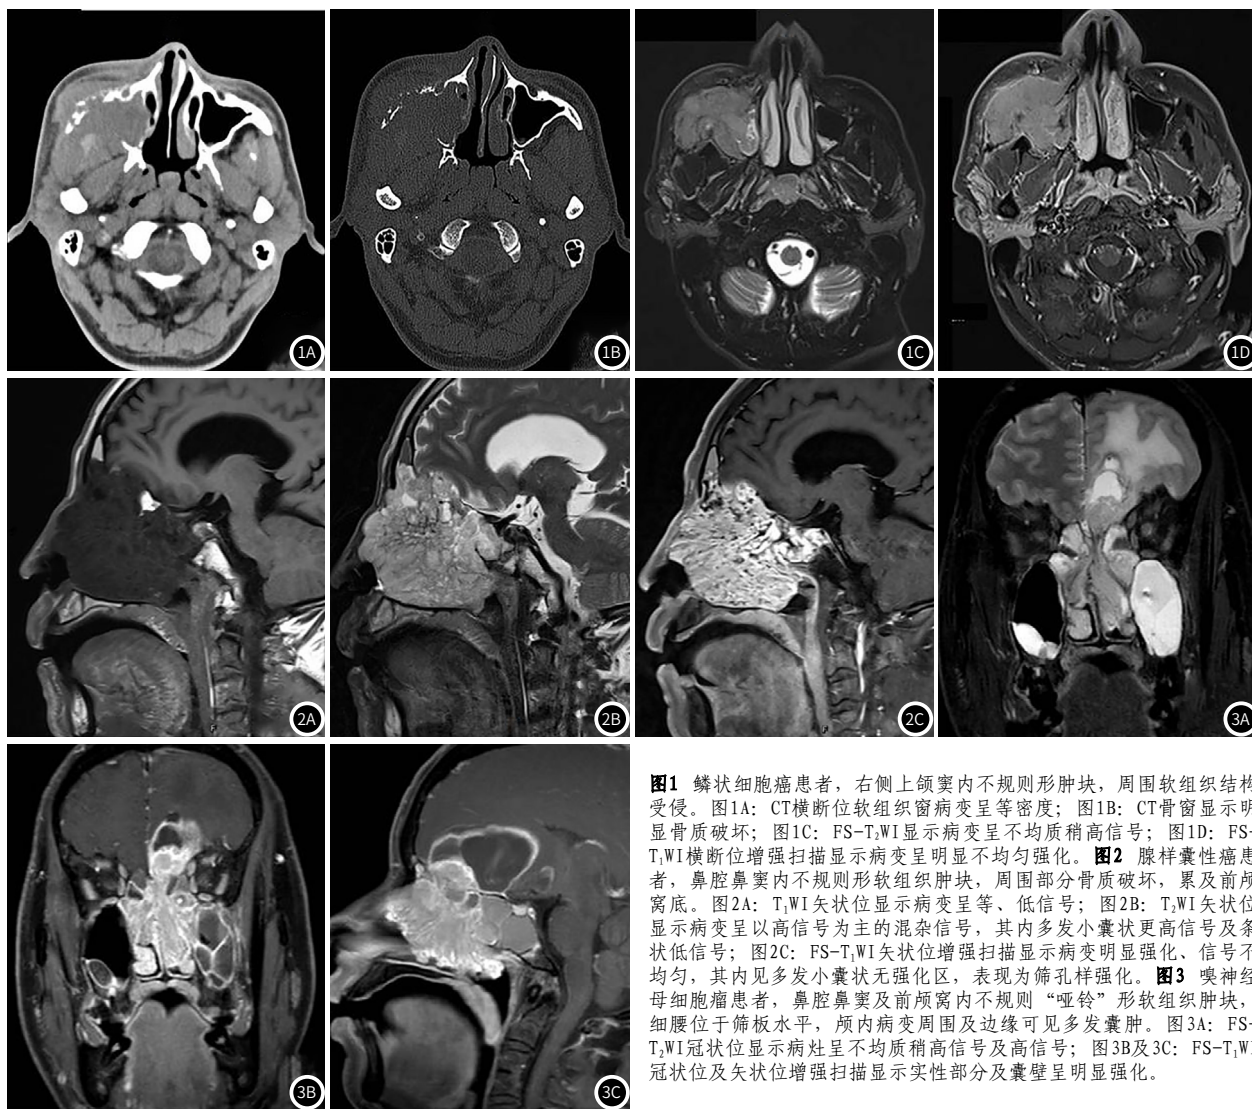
鳞状细胞癌患者, 右侧上颌窦内不规则形肿块, 周围软组织结构受侵。图1A: CT横断位软组织窗病变呈等密度; 图1B: CT骨窗显示明显骨质破坏; 图1C: FS-T₁WI显示病变呈不均匀稍高信号; 图1D: FS-T₁WI横断位增强扫描显示病变呈明显不均匀强化。图2 腺样囊性癌患者, 鼻腔鼻窦内不规则形软组织肿块, 周围部分骨质破坏, 累及前颅窝底。图2A: T₁WI矢状位显示病变呈等、低信号; 图2B: T₂WI矢状位显示病变呈以高信号为主的混杂信号, 其内多发小囊状更高信号及条状低信号; 图2C: FS-T₁WI矢状位增强扫描显示病变明显强化、信号不均匀, 其内见多发小囊状无强化区, 表现为筛孔样强化。图3 嗅神经母细胞瘤患者, 鼻腔鼻窦及前颅窝内不规则“哑铃”形软组织肿块, 细腰位于筛板水平, 颅内病变周围及边缘可见多发囊肿。图3A: FS-T₂WI冠状位显示病灶呈不均匀稍高信号及高信号; 图3B及3C: FS-T₁WI冠状位及矢状位增强扫描显示实性部分及囊壁呈明显强化。
